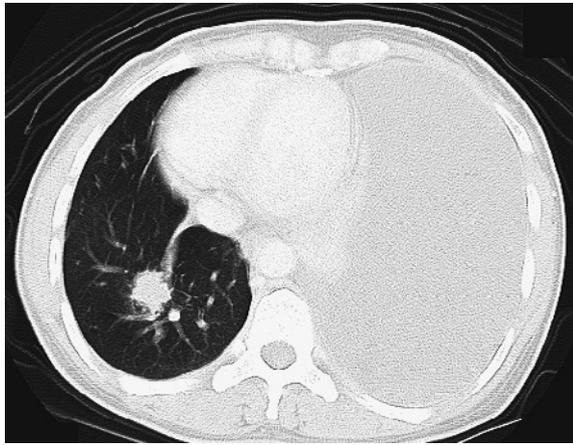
CT scan of case 4 shows a 25 mm in diameter nodule and linear opacities in the right lower lobe.
